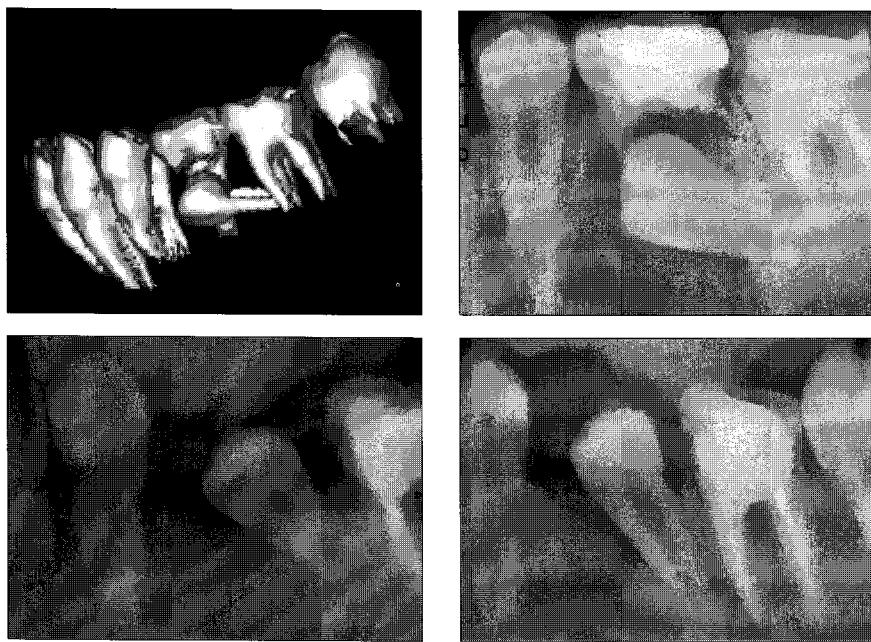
A. Initial 3D-CT view.
